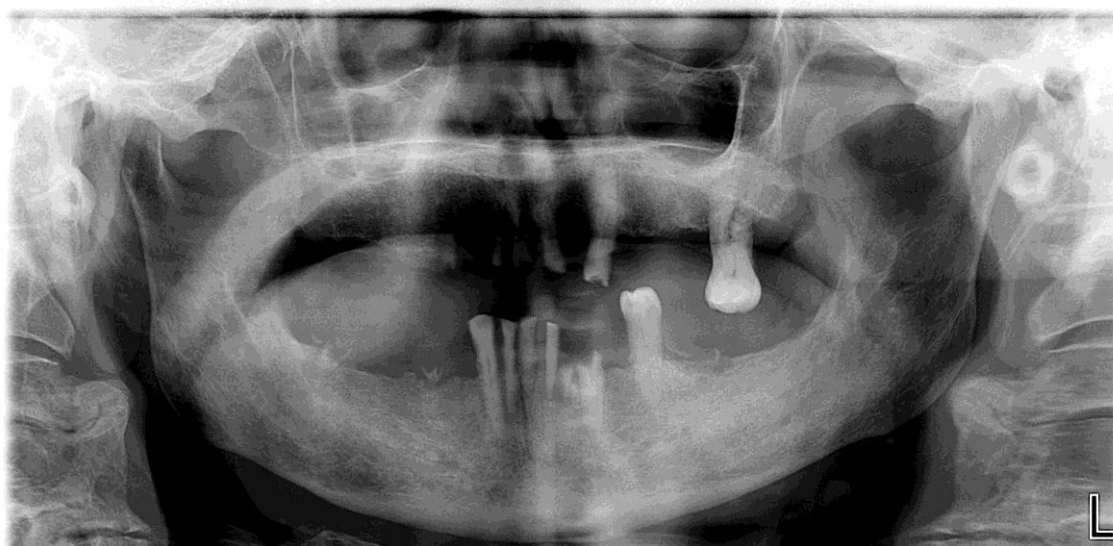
Figura n.º. 20: Ortopantomografia do paciente
